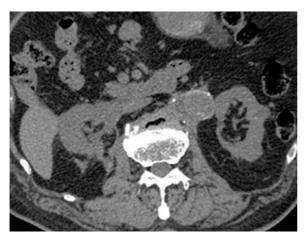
Postoperative CT shows complete shrinkage of urinoma and improvement of right hydronephrosis.
